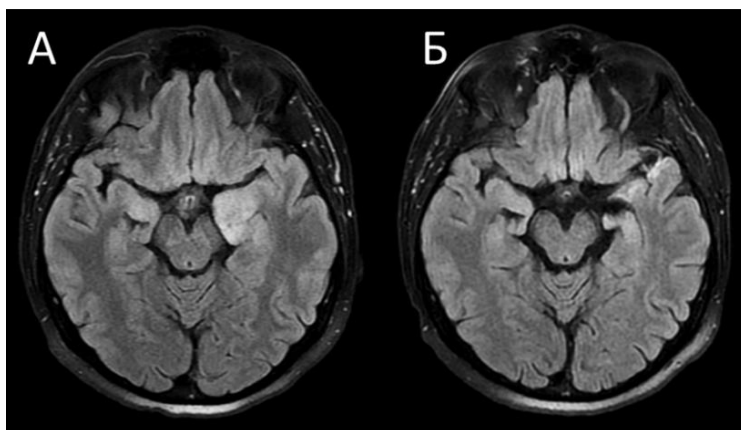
МРТ головного мозга пациента КАС в динамике. T2-FLAIR, аксиальные срезы: А – в дебюте АЭ, Б – через 2,5 года от дебюта АЭ. Отмечается
